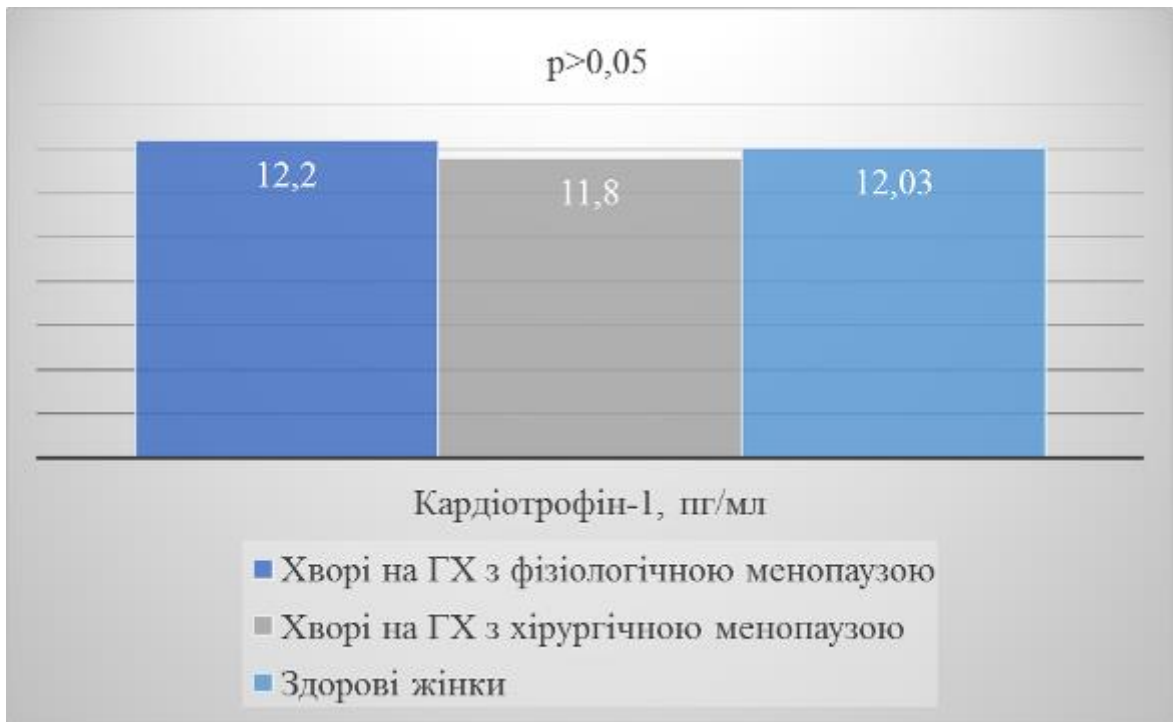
Плазмова концентрація розчинного кардіотрофіну-1 (пг/мл) у пацієток з ГХ і різними типами менопаузи та практично здорових жінок в стані фізіологічної постменопаузи
